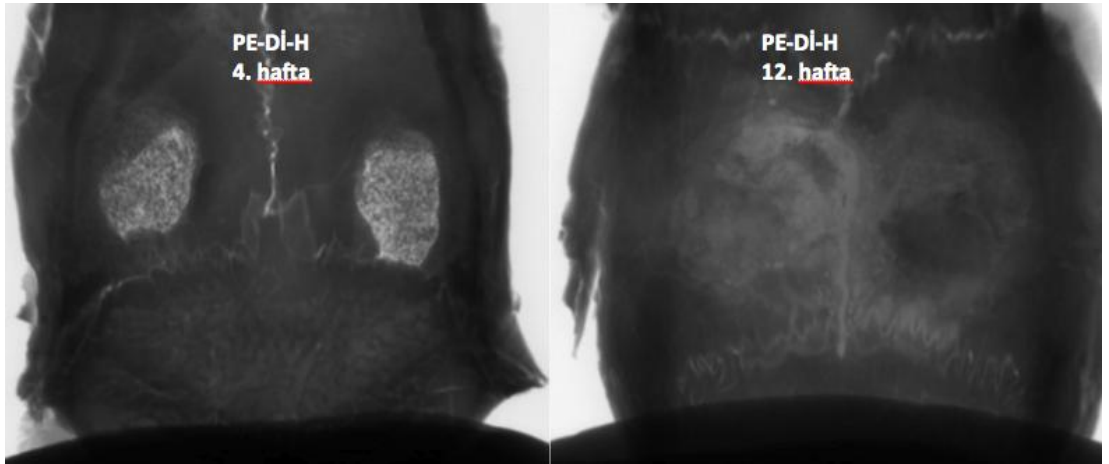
Suda çözünen 17β -östradiol yüklü doku iskelesi yerleştirilen grubun 4. ve 12. haftada elde edilen mikro-BT görüntüleri
